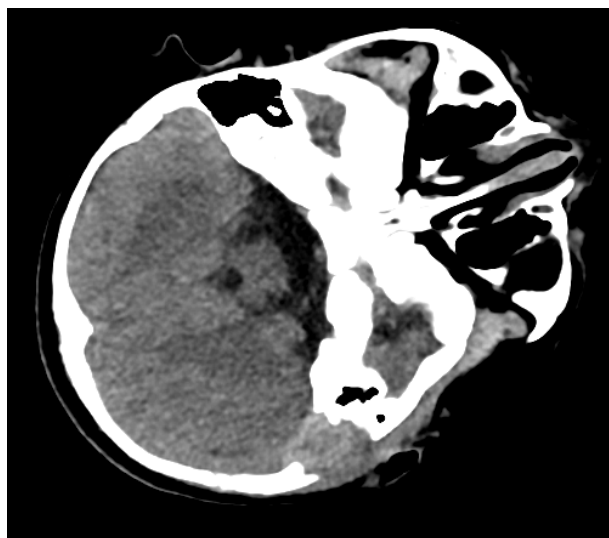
The left mastoid portion of the temporal bone shows osteolytic destruction. The aeration of the left mastoid air cells is obscured, with a visualized localized, ill-defined soft-tissue density mass showing heterogeneous density. The larger cross-sectional area measures approximately 2.3 cm × 1.8 cm, with CT values ranging from approximately 33 to 45 Hounsfield Units (HU). There is mild soft-tissue swelling posterior to the left ear. The wall of the left external auditory canal and the left tympanic membrane are thickened. The right external auditory canal shows no significant abnormalities. The right mastoid air cells are well-pneumatized. The bilateral middle ear tympanic cavities and the right mastoid antrum are clear, with no significant abnormal high- or low-density opacities observed within these spaces. The bilateral ossicular chains show no significant abnormalities. The bilateral inner ear structures and internal auditory canals show no significant abnormalities.
